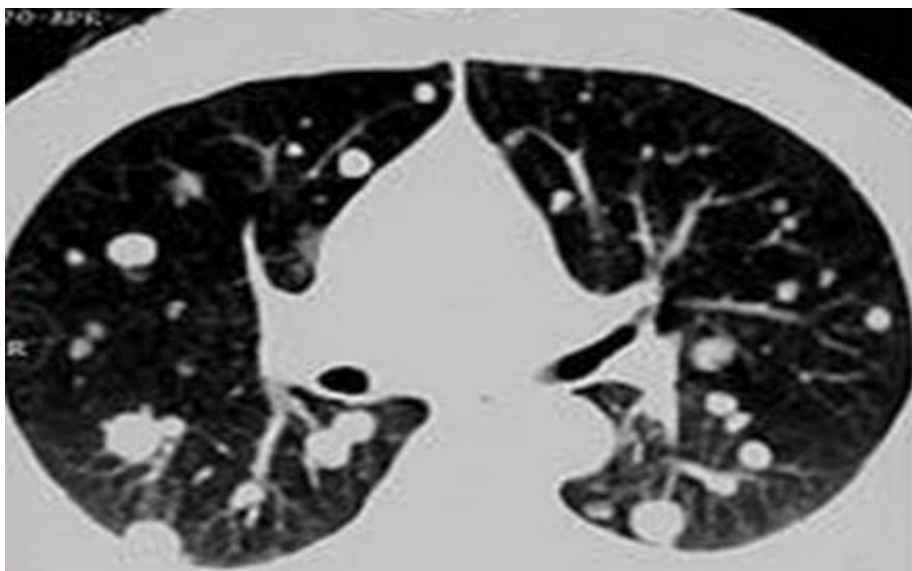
КТ пациентки А. 19 лет, с метастазами хориокарциномы в легкие. Визуализируются четкие округлые множественны узлы в обеих легких.
